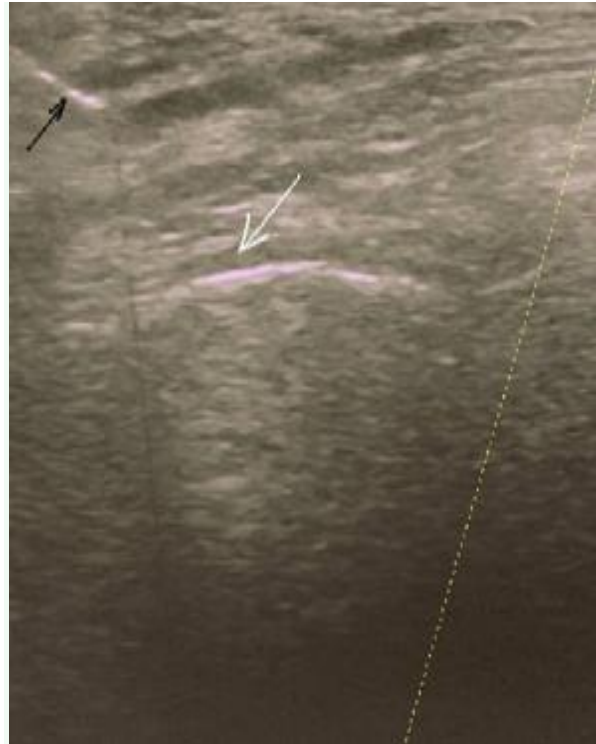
Ultrasonographic view: the black arrow indicates the inserted needle and the white arrow indicates the inferior joint space.
